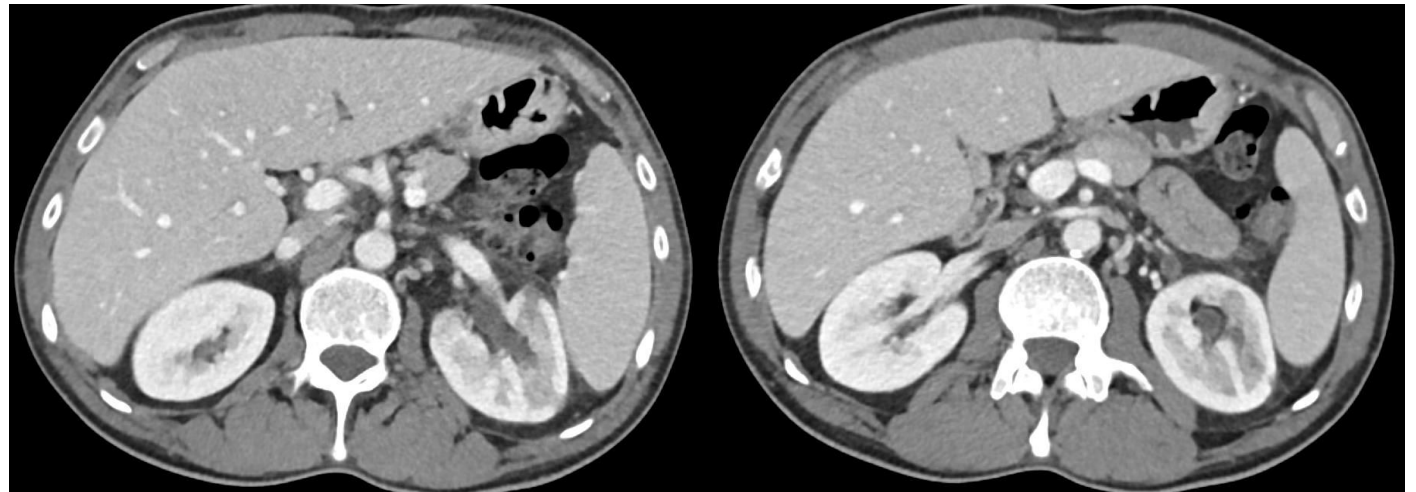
TC de abdomen con contraste EV en fase postal en un paciente recientemente operado de una cistoprostatectomía radical con reconstrucción tipo Bricker. Se observa una dilatación pieloureteral del riñón izquierdo con retraso del nefrograma y áreas sugestivas de nefritis.
